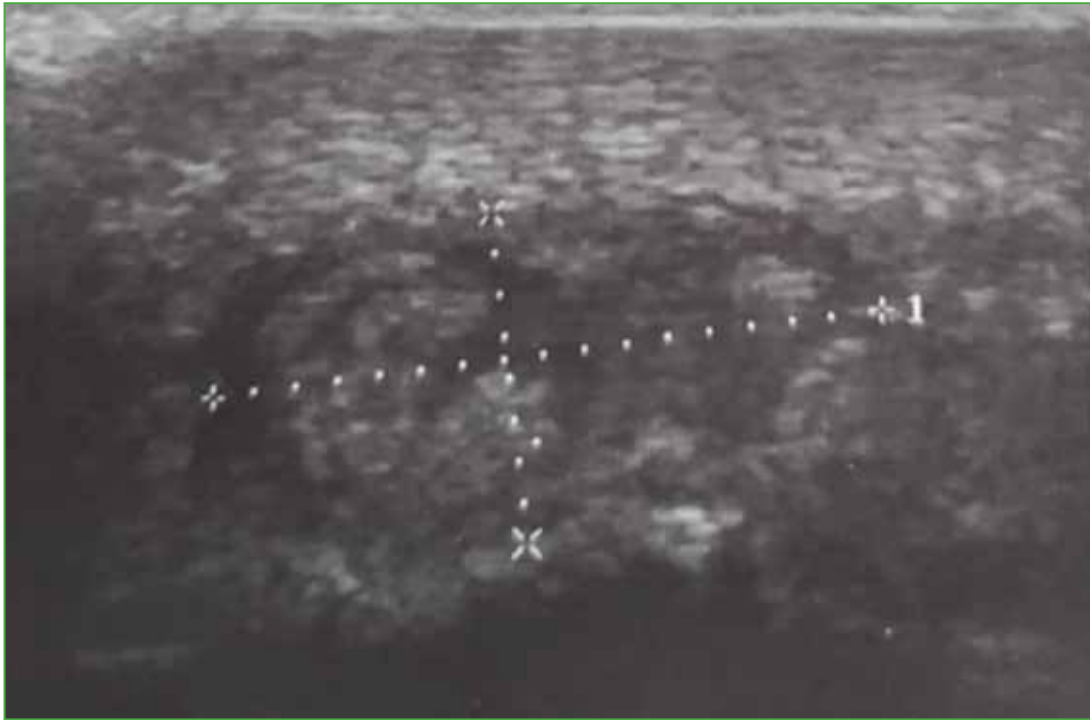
Ecografía de partes blandas de la planta del pie izquierdo. Se visualiza una imagen ecogénica compatible con entesis y fascitis plantar crónica con espolón calcáneo.
